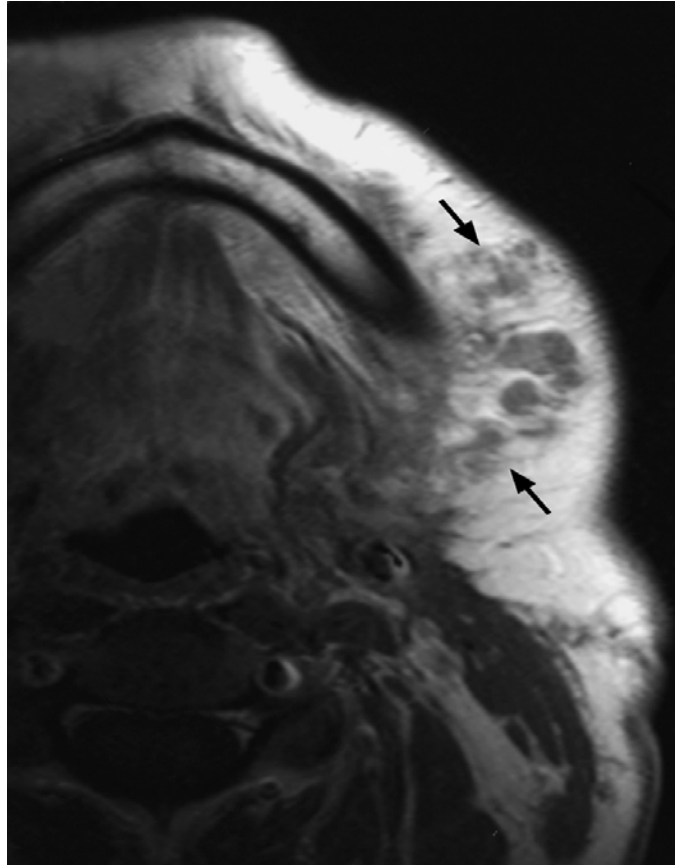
IRM montrant des multiples nodules de la région submandibulaire chez un patient atteint d'un carcinome de la glande submandibulaire. [64]
